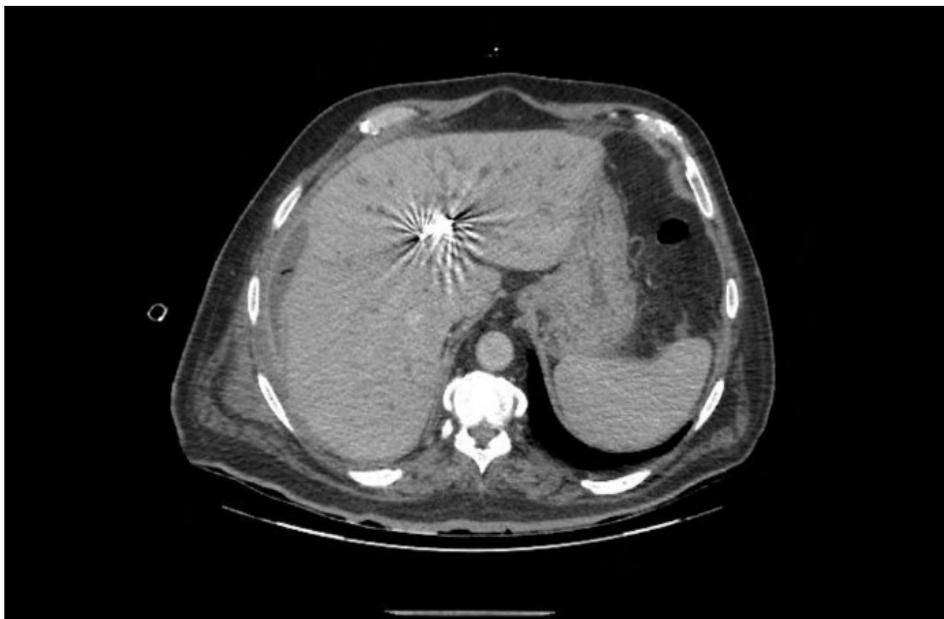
Tomografia Computadorizada evidenciando stent em vias biliares.
